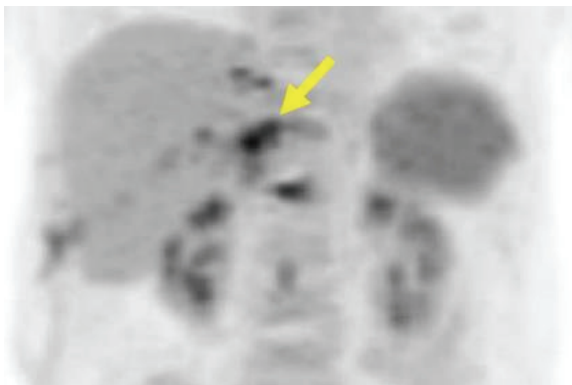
This image shows the uptake of FDG in hepatic hamangioma (arrow).
